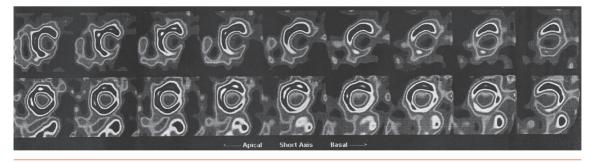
Coupes frontales d'une scintigraphie myocardique : en haut, à l'effort, et en bas, au repos (redistibution). Ischémie inférieure et latérale.
